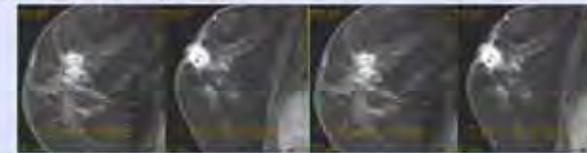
RM de les lesions en ambes mames
